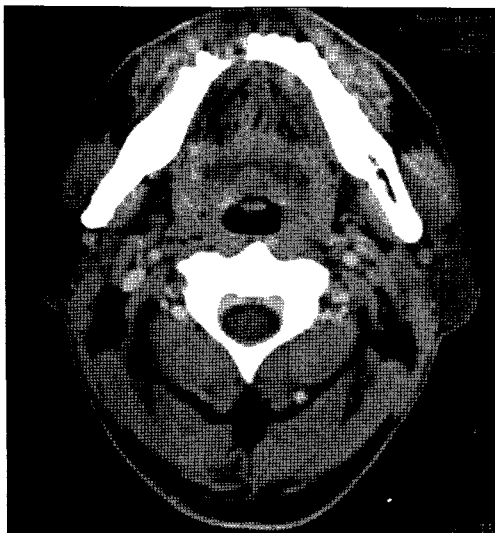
CT image demonstrates bony destruction by soft tissue mass of the right mandible.
